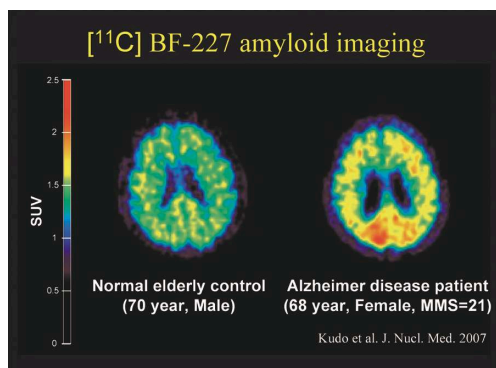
BF-227 プローブによるアミロイド PET 画像。正常に比してアルツハイマー病では高い集積（黄色や赤）が見られる。
